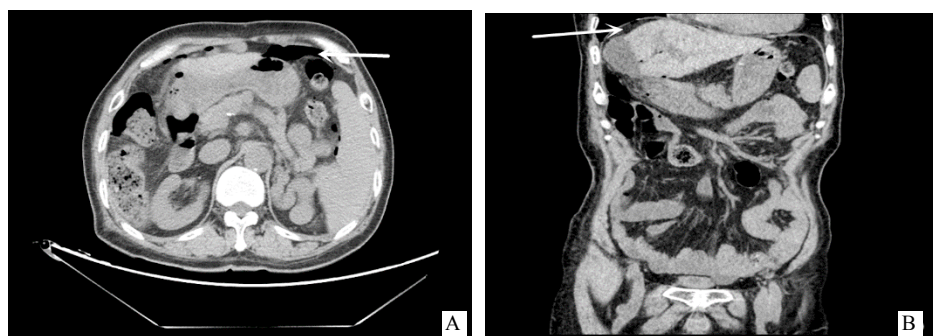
肝硬化并发上消化道溃疡穿孔患者腹腔积气平扫CT
